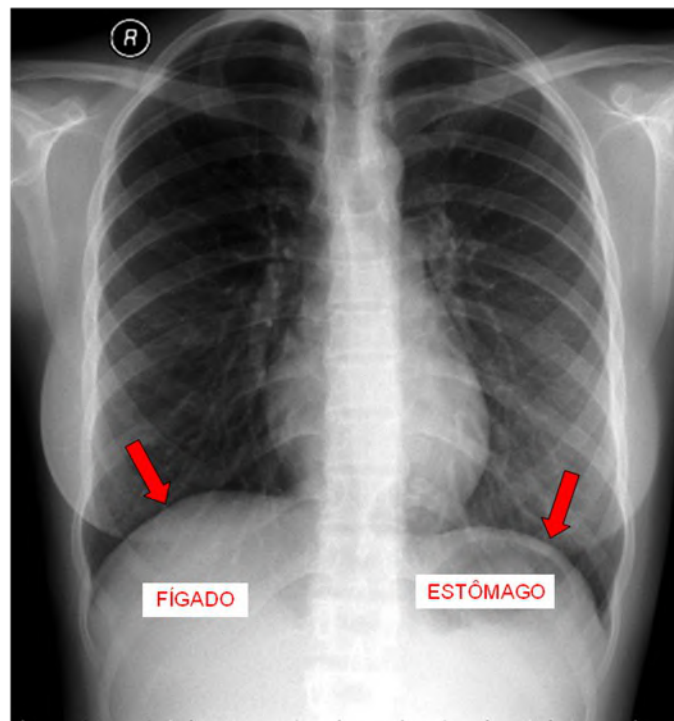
As hemicúpulas diafragmáticas se apresentam como estruturas convexas nas radiografias do tórax, sendo que a direita tem posição mais alta na maioria dos indivíduos. À direita o diafragma é contíguo ao fígado, enquanto à esquerda pode-se identificar o estômago pela presença de ar em seu interior.
